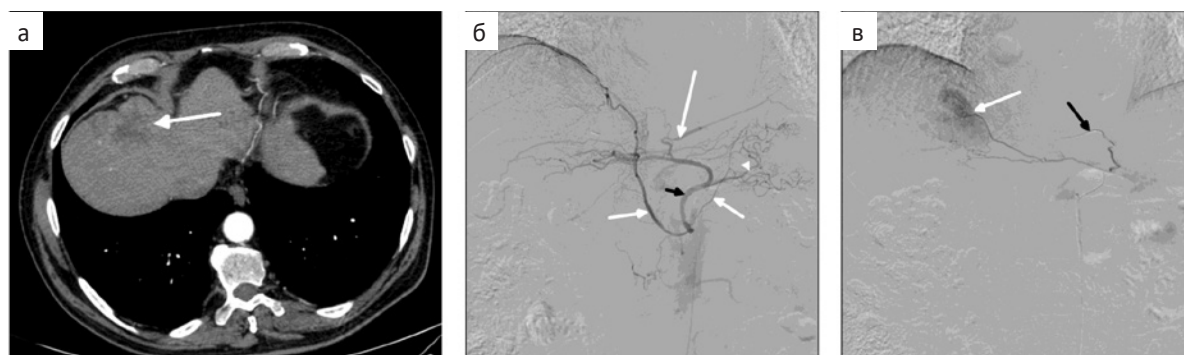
Пациент с ГЦР IVA сегмента печени. а — В артериальную фазу КТ определяется опухоль в IVA сегменте печени (стрелка); б — Ангиограмма левой желудочной артерии (черная стрелка) демонстрирует отходящие от нее нижние диафрагмальные артерии (белые стрелки), ветвь, непосредственно кровоснабжающую желудок (наконечник стрелки), а также ветвь (длинная белая стрелка), направленную ни к желудку и ни к печени. Левая печеночная артерия начинается от левой желудочной артерии; в — Ангиограмма через микрокатетер (черная стрелка), который установлен в этой ветви показывает, что ветвь является источником паразитического источника кровоснабжения гипervasкулярной опухоли IVA сегмента печени (белая стрелка)
